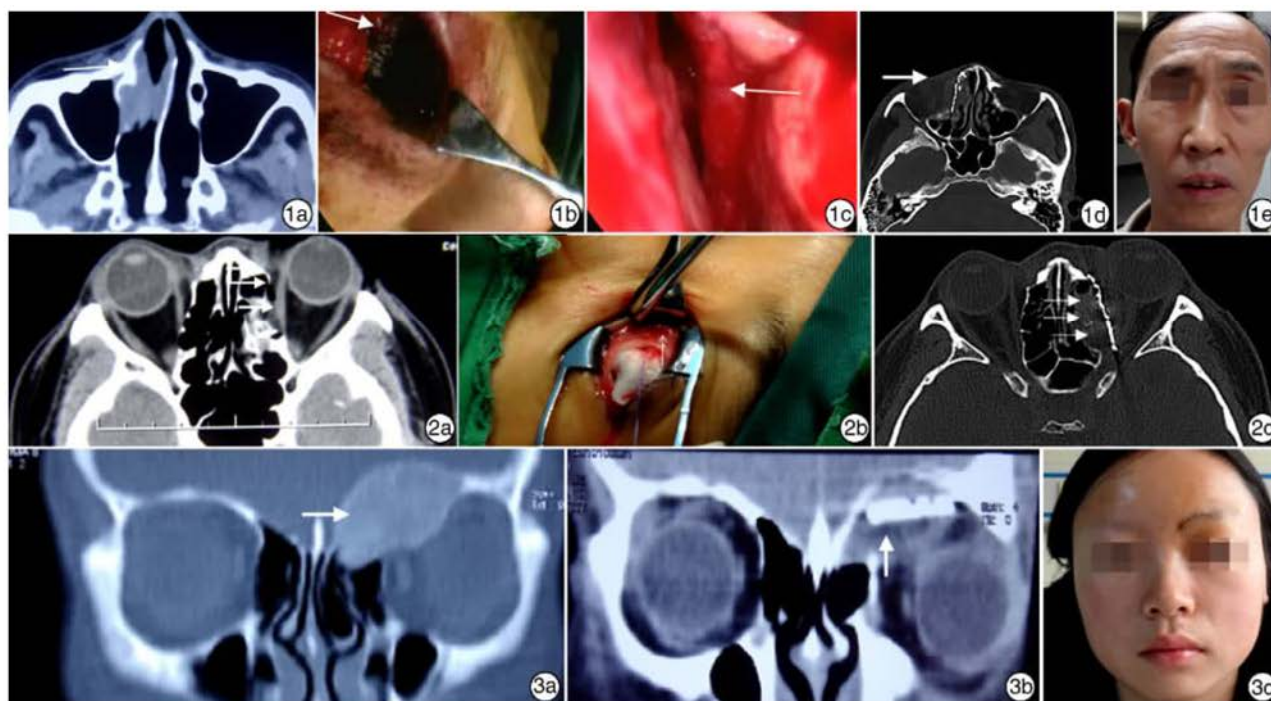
泪囊腺癌患者术前、术后 CT,术中情况及术后照片 1a:术前 CT(水平位),白箭头示病变;1b:白箭头示术中泪阜切口;1c:术中显示鼻内镜下鼻甲前端切口,白箭头示鼻泪管;1d:术后 CT(水平位),白箭头示植入的钛板;1e:术后 1 年患者正面照,面部无瘢痕,轮廓满意; 图 2 眶内壁骨折患者术前、术后 CT 及术中照片 2a:术前 CT(水平位),白箭头示骨折处;2b:白箭头示术中联合采用泪阜结膜切口;2c:术后 CT(水平位),白箭头示植入的钛板; 图 3 异位脑膜瘤患者术前、术后 CT 及术后照片 3a:术前 CT(冠状位),白箭头示病变;3b:术后 1 周 CT(冠状位),白箭头示植入的钛板;3c:患者术后 1 周正面照,显示眉弓处切口。
